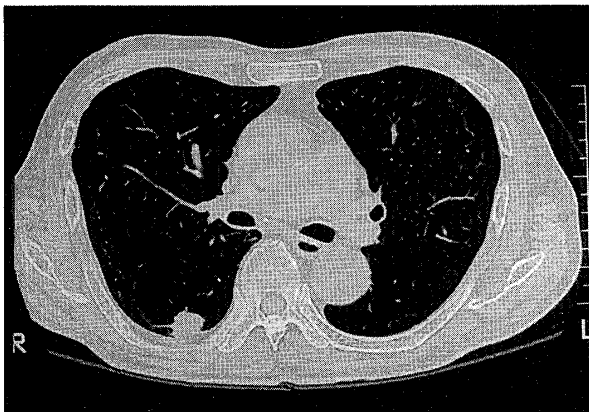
Chest CT scan on admission showing a mass shadow in the left lingular segment (S⁵).
